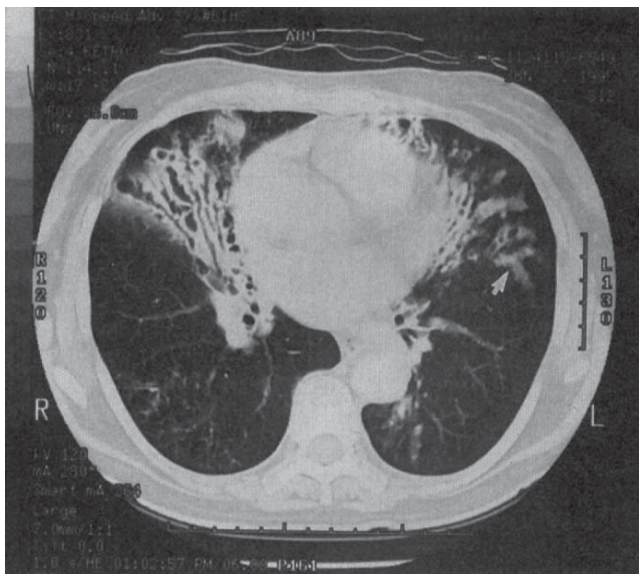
Secțiune TC toracică demonstrând bronșiectazii extensive, cel mai bine vizualizate în lobul mijlociu drept și lingulă. Căile respiratorii sunt dilatate, aglomerate și înconjurte de parenchim pulmonar slab ventilat. Săgeata indică o opacitate care reprezintă un dop de mucus într-o cale respiratorie dilatată și care se ramifică.
